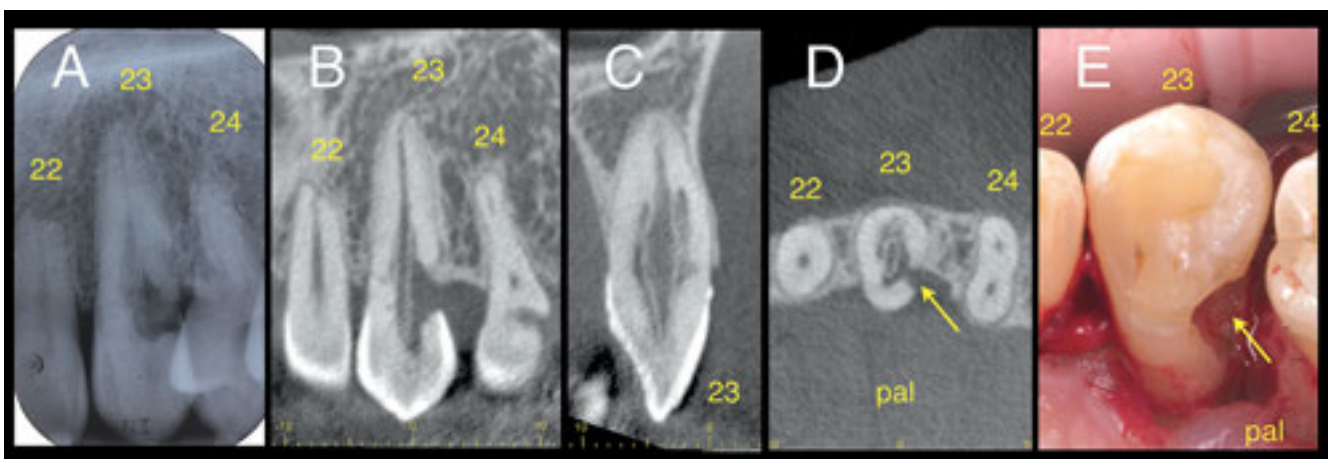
Résorption externe étendue visible sur la radiographie de dent isolée (A) et par TVN (niveau méso-distal, B; niveau oro-facial, C). Question en vue d'apprécier le pronostic pour la dent: est-ce que la communication de la lésion avec le parodonte se fait uniquement au niveau distopalatin? Au niveau TVN horizontal (D) et intraopératoire, l'entrée de la lésion résorptive est visible (flèche). Palatinal (pal)
